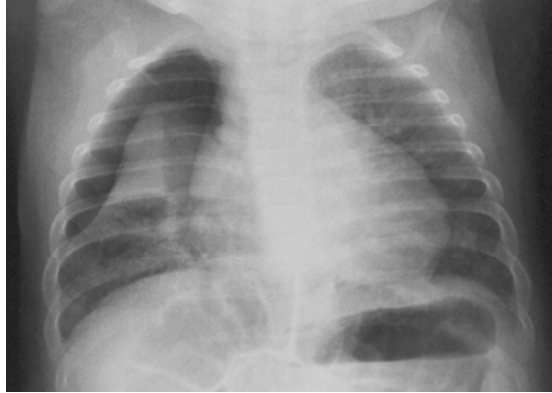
Radiografia do tórax mostrando pneumotórax à direita.
